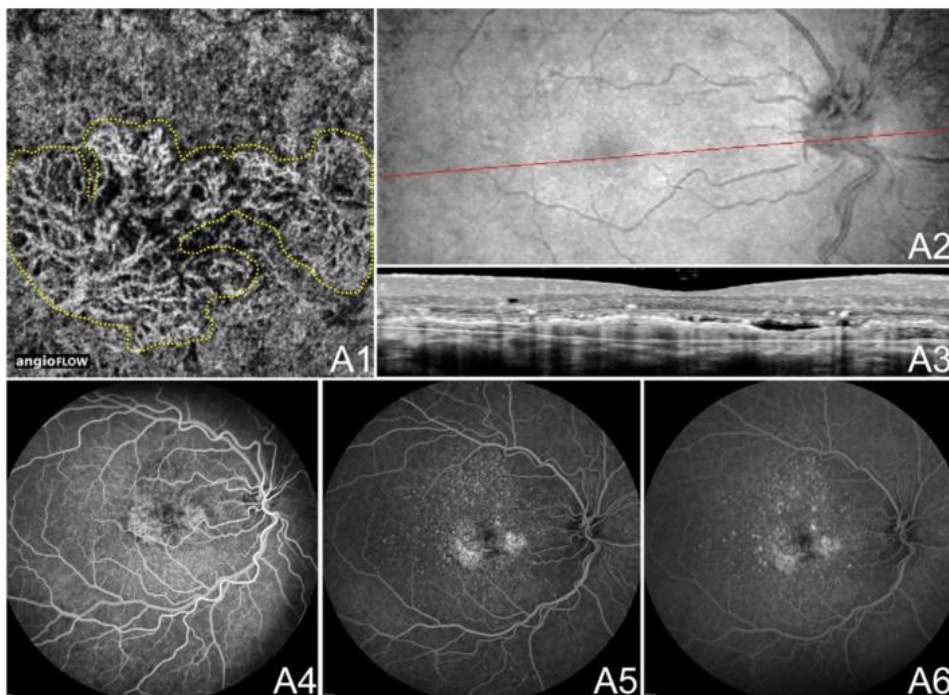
DMRI neovascular (DMRIv). OCT angiography (angiograma por Tomografia de Coerência Óptica) e Angiofluoresceinografia.(A) OD, homem branco, 63 anos. Angiovue - angiogramas de coerência óptica (Optovue, Inc., Fremont, CA). (A1) angiograma OCT 3 x 3 mm segmentado demonstrando retina externa e coriocapilares. Vasos anormais cercados por coriocapilares relativamente homogêneos. Os vasos anormais existem abaixo e acima da Membrana de Bruch. (A2-3) OCT estrutural com uma linha vermelha correspondente a um b-scan OCT da mácula. A3 *b-scan* OCT demonstra descolamento do epitélio pigmentado da retina (DEP), FSR, coleção cistóide intrarretiniana e material hiperreflectivo típico da neovascularização coroidal. (A4-6) Angiofluoresceinografia em estágios iniciais, intermediários e tardios demonstrando aumento da hiperfluorescência em porção central da retina. Fonte: adaptado de CARLO et al, 2015.
